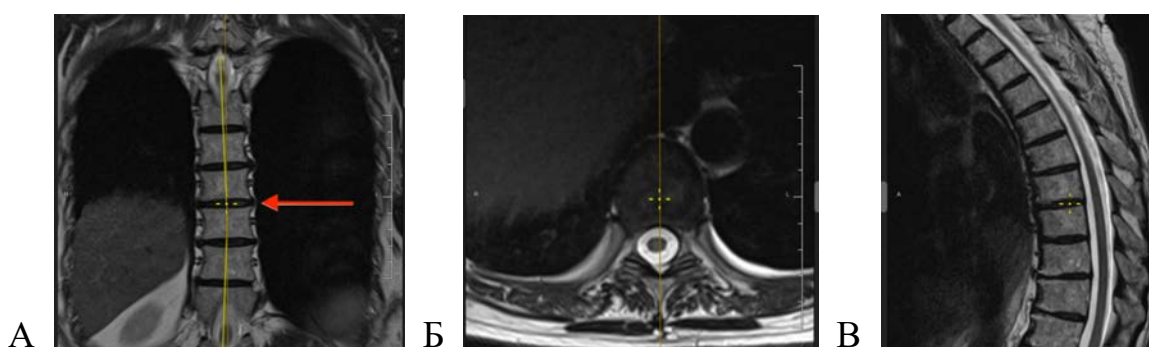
МРТ T2-взвешенные изображения грудного отдела позвоночника пациента 35 лет с дорсопатией шейно-грудной локализации со статическими нарушениями (угол левостороннего сколиоза до 6 градусов с вершиной на уровне Th9–Th10 сегмента): А – срез во фронтальной плоскости; Б – срез в аксиальной (горизонтальной) плоскости; В – срез в сагиттальной плоскости
